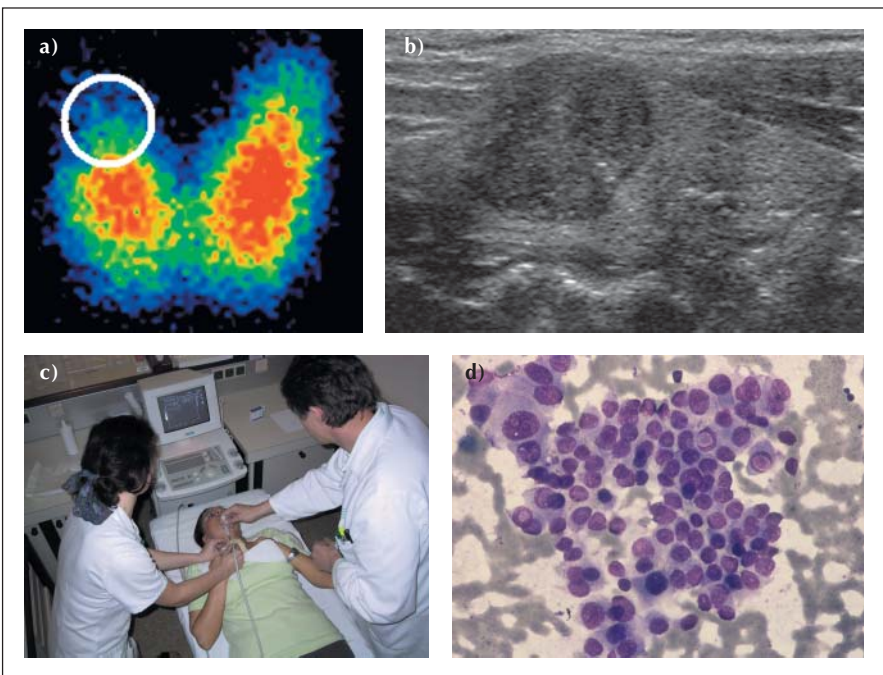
Karzinom. 5.9.a: Szintigraphie mit ^{99m}Tc : Hypofunktioneller Knoten im Bereich des rechten kranialen Schilddrüsenpols. 5.9.b: Sonographie: Echoarmer Knoten in der kranialen Lappenhälfte (Längsschnitt). 5.9.c: Ultraschallgezielte Feinnadelpunktion. 5.9.d: Zytologie: Papilläre kerndichte Zellgruppen mit Kerneinschlüssen (papilläres Karzinom).
